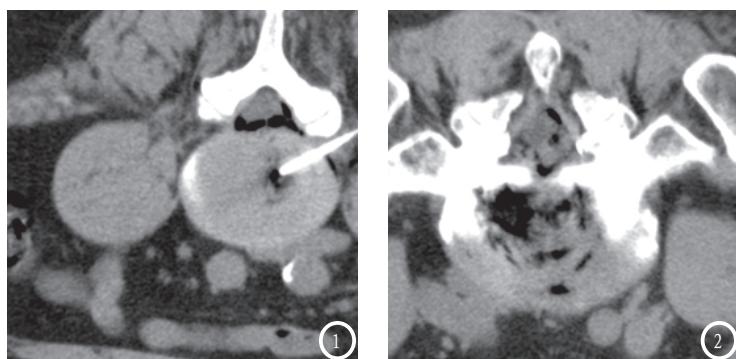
穿刺针根据CT的引导穿刺，针尖位于椎间盘中后1/3位置。图2 椎间盘内、外注射臭氧，臭氧在椎间盘内呈裂隙状透光区，硬膜外间隙亦见气体影。
